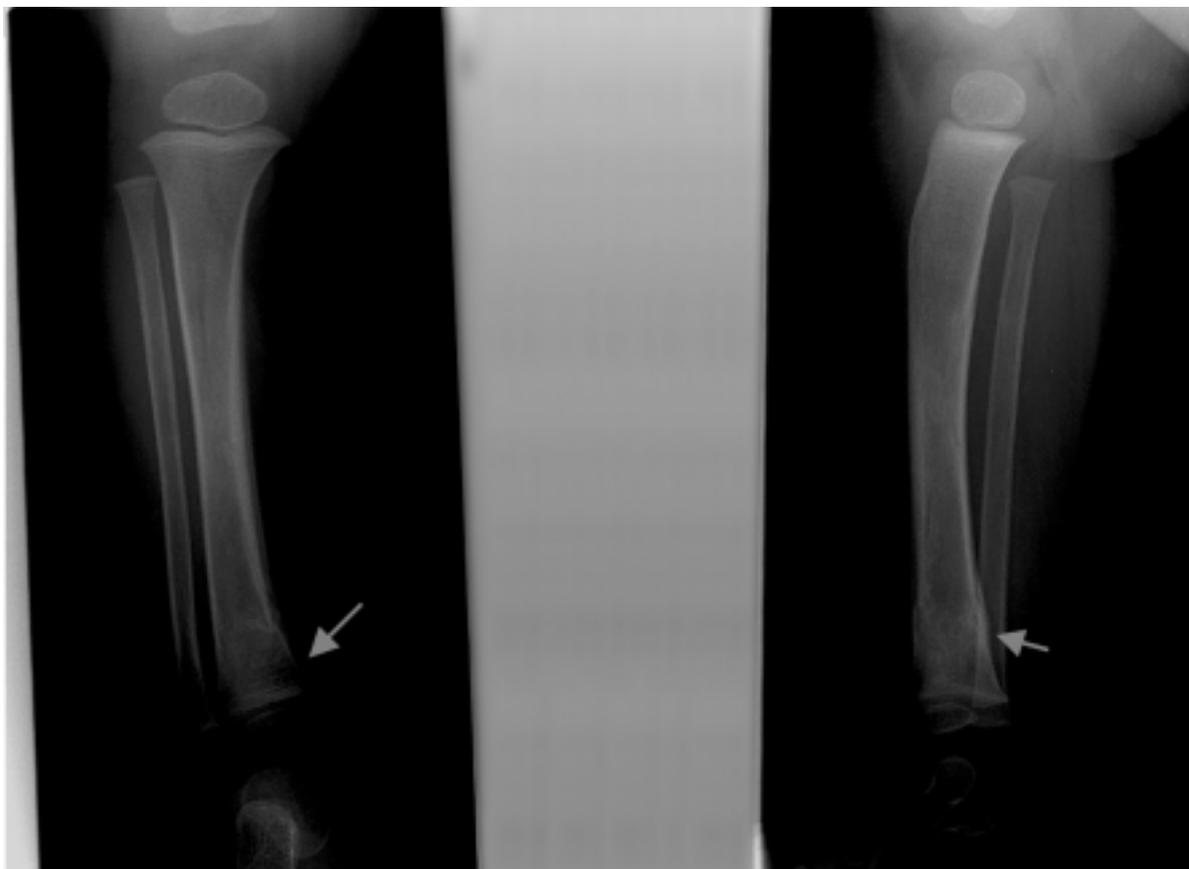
Radiografía frente y perfil de extremidad inferior derecha. Se observa fractura a nivel de la metafisis distal de la tibia.
